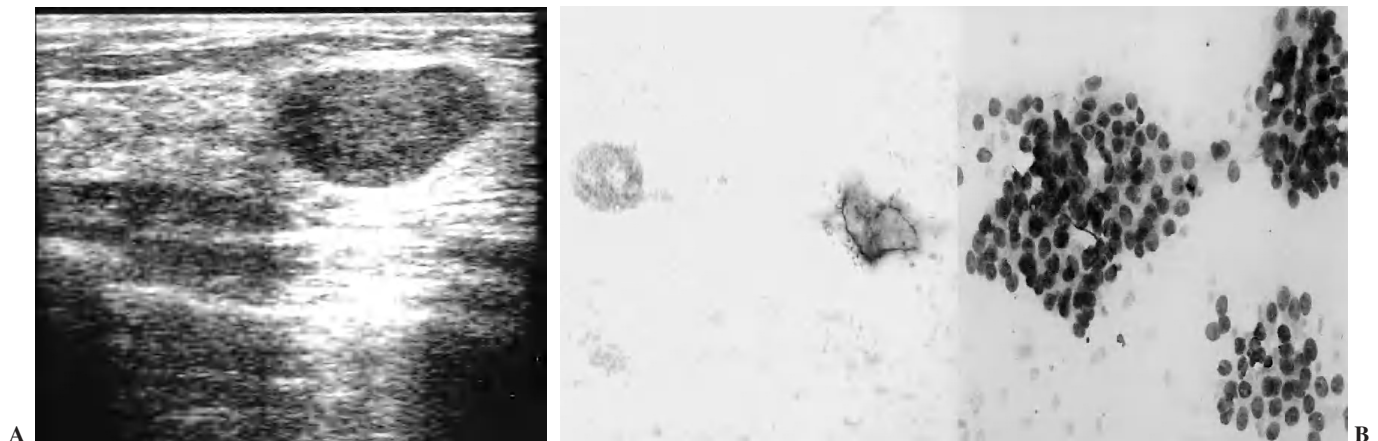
Fibroadenoma. Ecografía mamaria. (A) Nódulo ecogénico y homogéneo con margen definido. (B) Hematoxilina x20-x40. Célula típica con abundante estroma con cambios secretorios.
